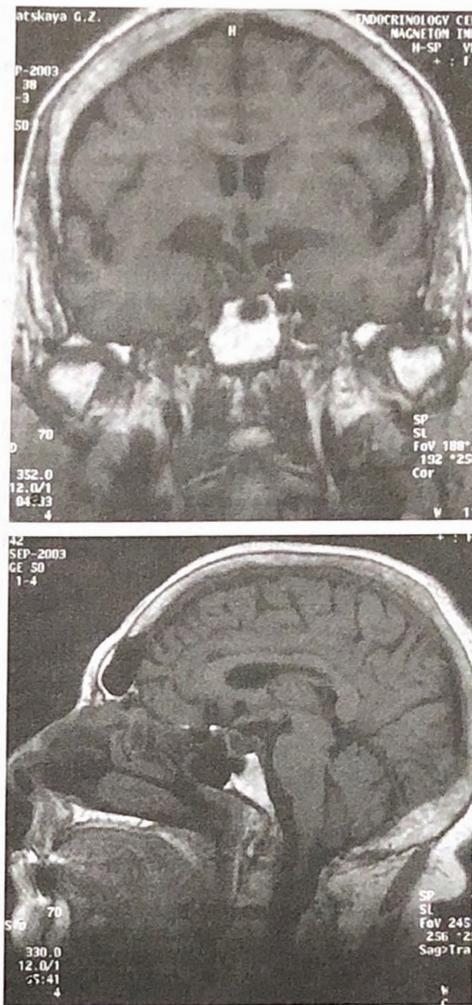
Магнитно-резонансная томограмма гипофиза больной К. через 12 мес лечения соматулином. Эндоселлярная аденома гипофиза с обширным кистозным компонентом (соматотропинома).
